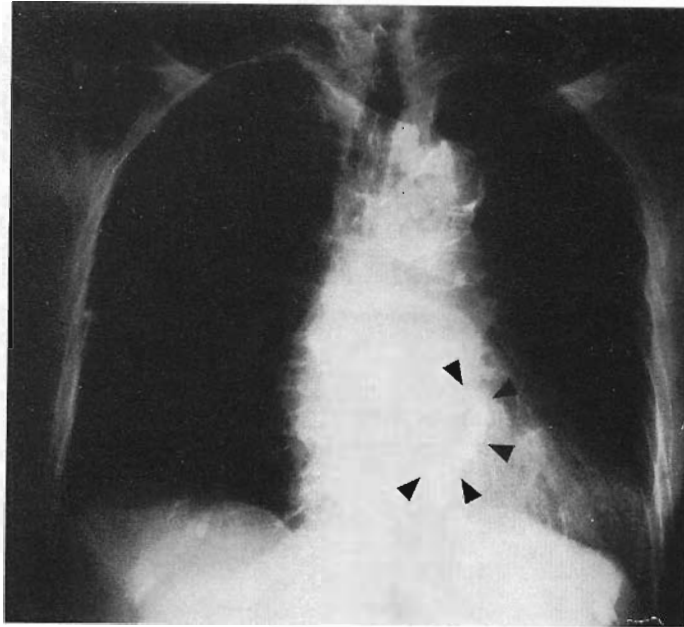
Representative chest X-ray film of MRC.
